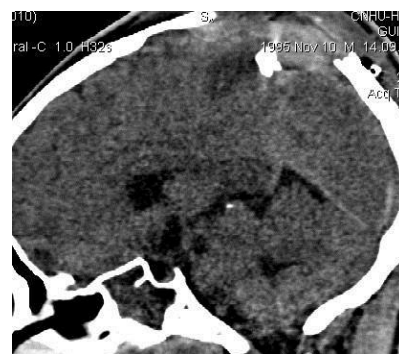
TDM J2 post opératoire. Fenêtre parenchymateuse, reconstruction sagittale. Levée de l'embarrure avec fragment osseux résiduel.
